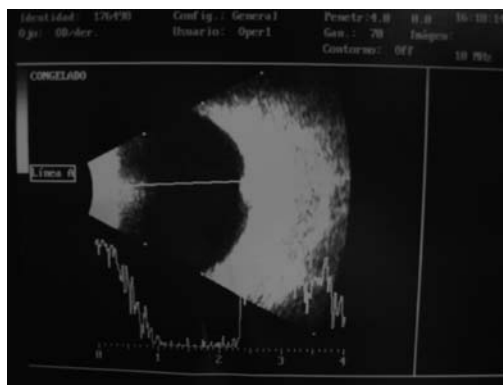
Ecografía bimodal.
